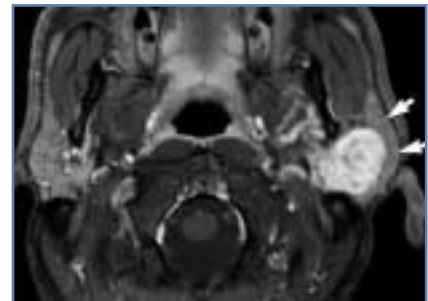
Axialer MRI-Schnitt (T1 post Gadolinium) auf Höhe der Parotisdrüse: grosses Neoplasma im tiefen Lappen links, oberflächlicher Lappen (Pfeile).
